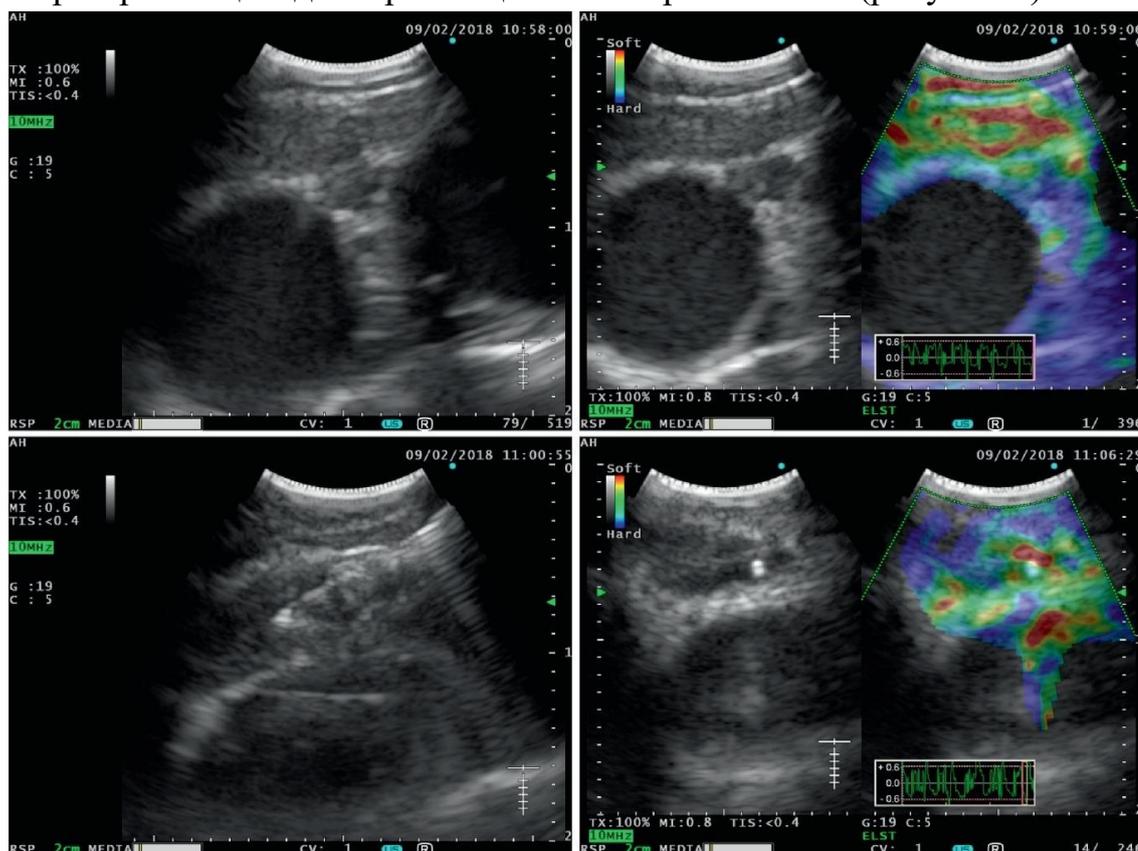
Ультразвуковая картина ЭУЗИ-б-ФНА у четырехлетнего ребенка с подозрением на ТБЛА (эхобронхоскоп Olympus BF UC180F, американский центр Olympus EU ME2) [2]
